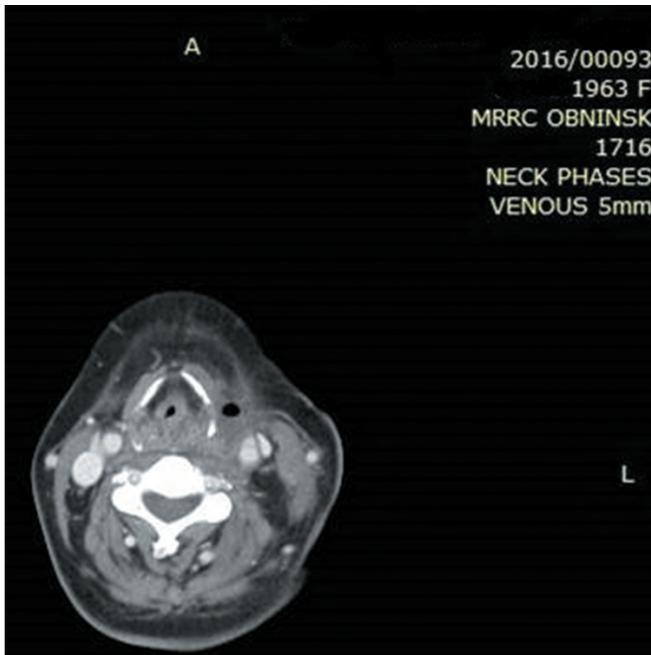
Та же пациентка. СКТ шеи от 22.09.2016 г.: послеоперационные изменения после гемитиреоидэктомии слева, центральной лимфодиссекции, КТ-данных об остаточной опухоли не получено
